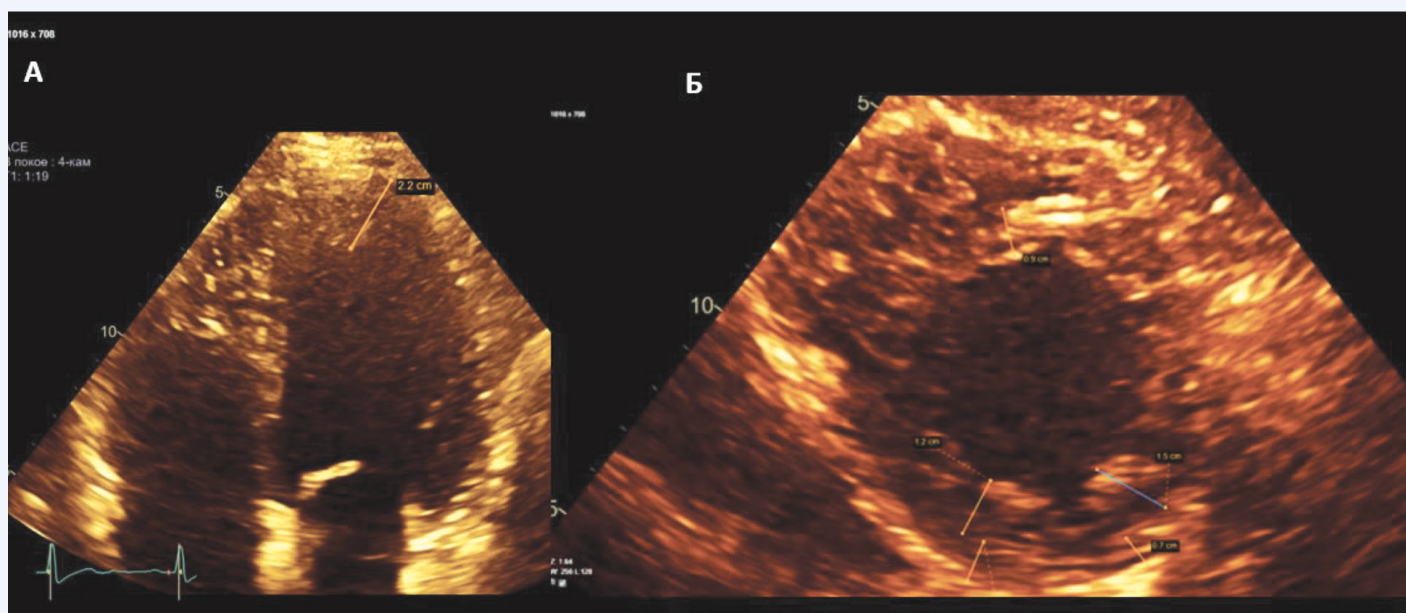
Данные эхокардиографии при апикальном сечении (А) и из парастерального доступа по короткой оси (Б) на фоне регресса клинических проявлений сердечной недостаточности (24.12.2021 г.)
